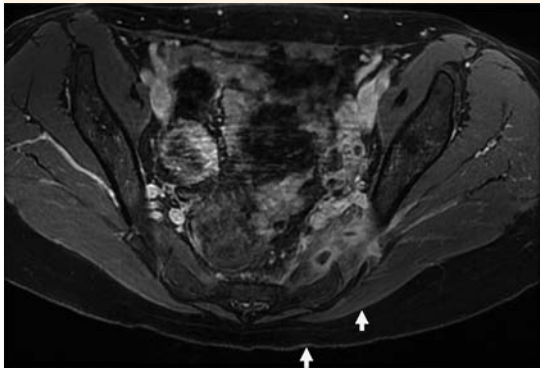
Resonancia magnética pélvica con supresión de grasa, con contraste (gadolinio). Se aprecian 2 lesiones anecogénicas con halo hiperintenso a su alrededor sugerentes de abscesos intramusculares.
